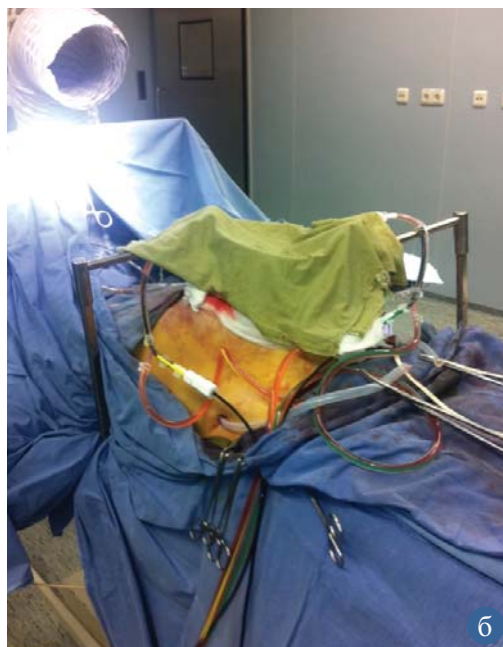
Интраперитонеальная химиоперфузия с гипертермией
